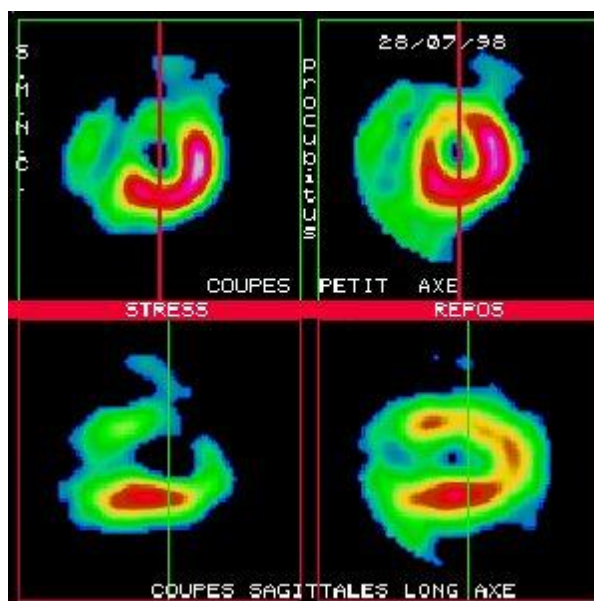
scintigraphie myocardique au thallium
